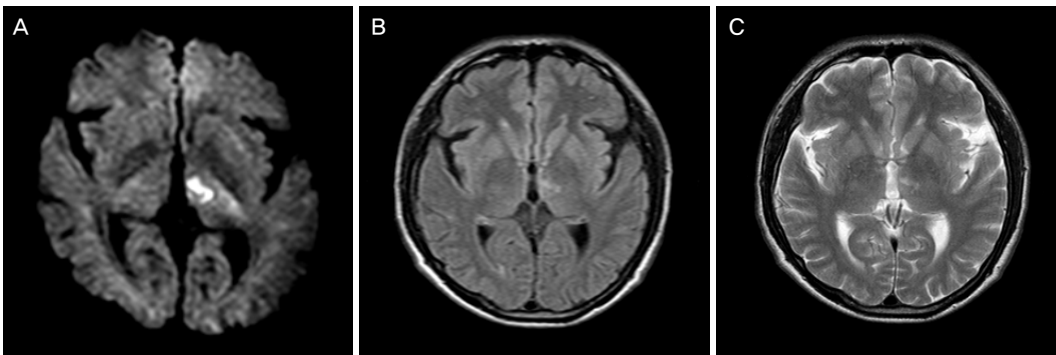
Brain MRI study shows acute left thalamic infarction in diffusion-weighted (A), fluid-attenuated Inversion-recovery (B), and T2-weighted (C) images.
